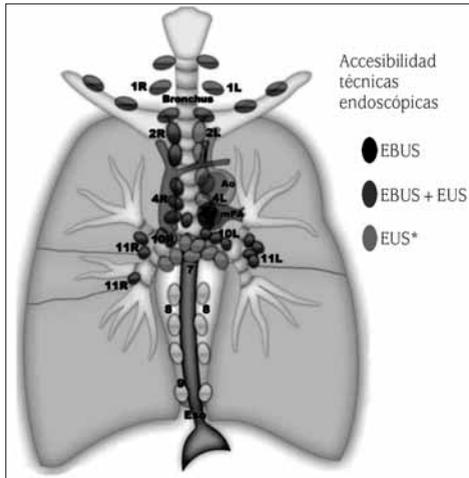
Estaciones ganglionares accesibles a ecobroncoscopia y ecoendoscopia. USEB: ultrasonografía endobronquial; USE: ultrasonografía endoscópica; * + SR izq y lóbulo hepático izq. (ver en color en págs. finales).
